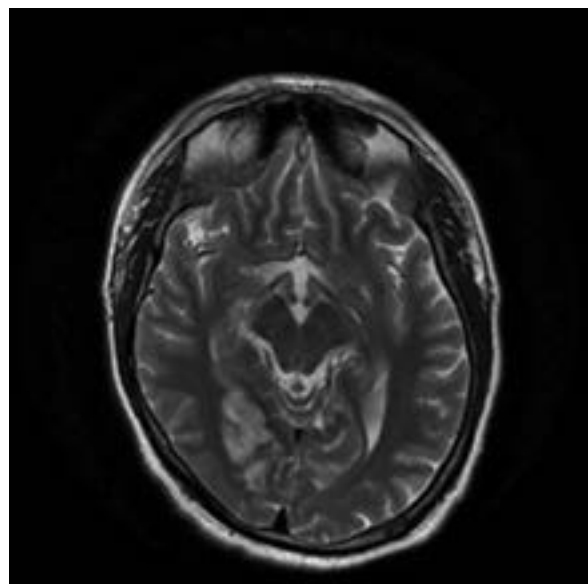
T2 weighted magnetic resonance images shows right occipital hyperintense focus
